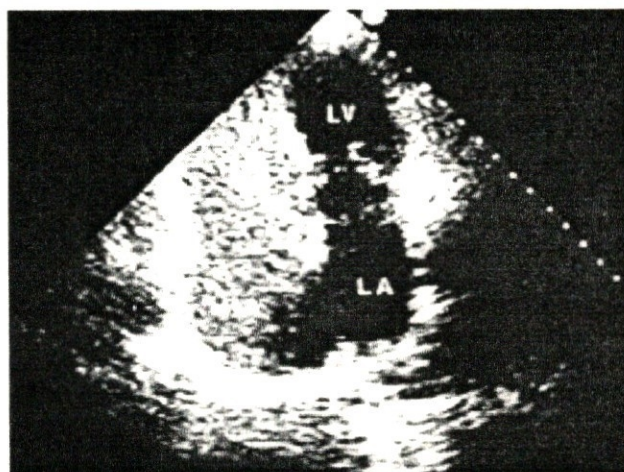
Aspect ecografic al zonei "de spălare" din șuntul stânga-dreapta după injectarea intravenoasă a 4 ml substanță de contrast. Pacient cu DSA tip ostium secundum.
